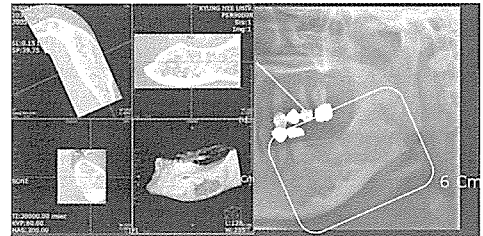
Case 2: Panoramic and CBCT images reveal fibro-osseous lesion on site for implant planning
